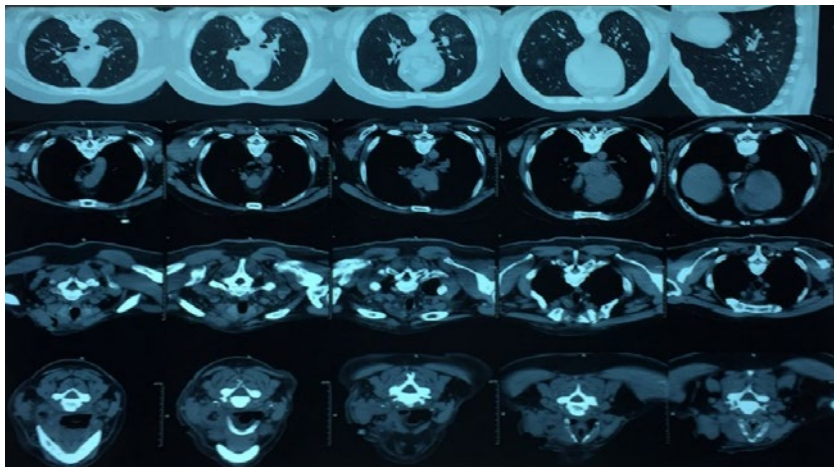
Пациент Б. КТ грудной клетки.
